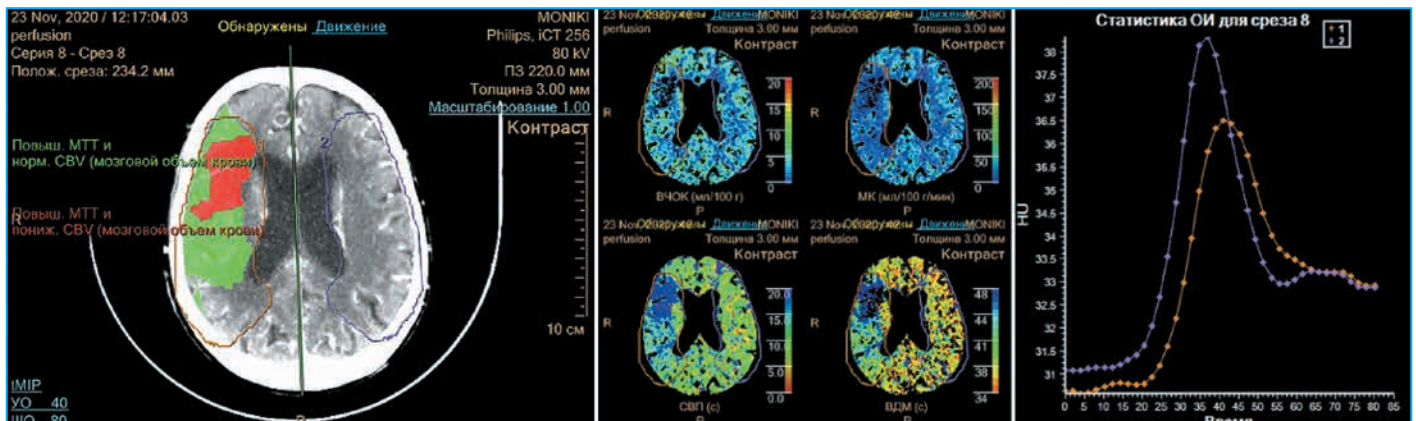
Данные перфузионной КТ головного мозга пациентки 1.
